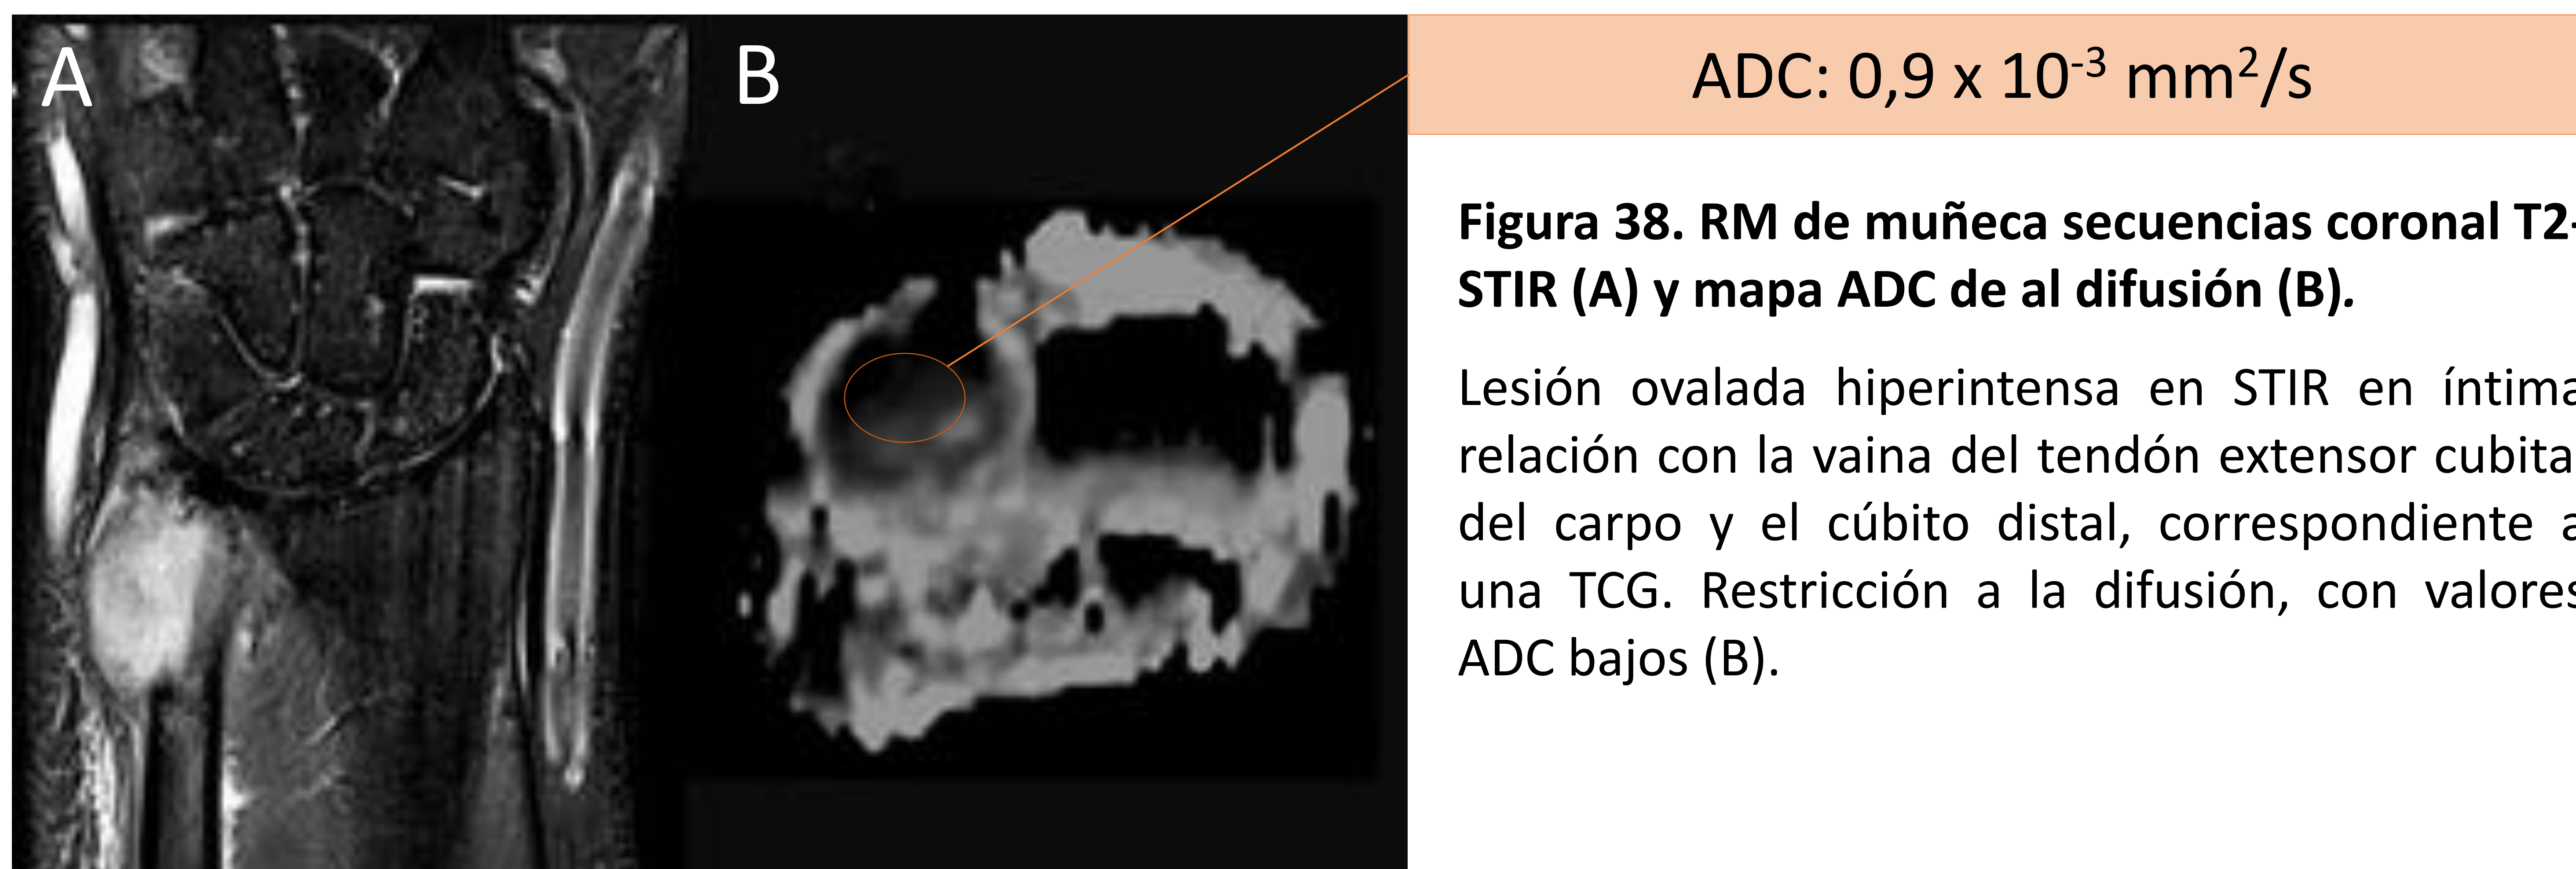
RM de muñeca secuencias coronal T2-STIR (A) y mapa ADC de al difusión (B).
